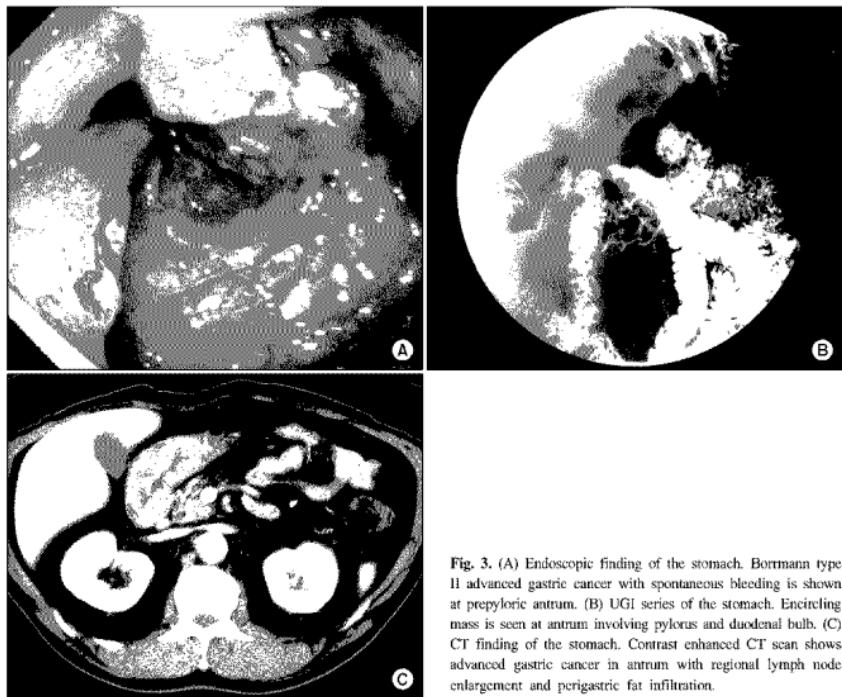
(A) Endoscopic finding of the stomach. Borrmann type II advanced gastric cancer with spontaneous bleeding is shown at prepyloric antrum. (B) UGI series of the stomach. Encircling mass is seen at antrum involving pylorus and duodenal bulb. (C) CT finding of the stomach. Contrast enhanced CT scan shows advanced gastric cancer in antrum with regional lymph node enlargement and perigastric fat infiltration.
